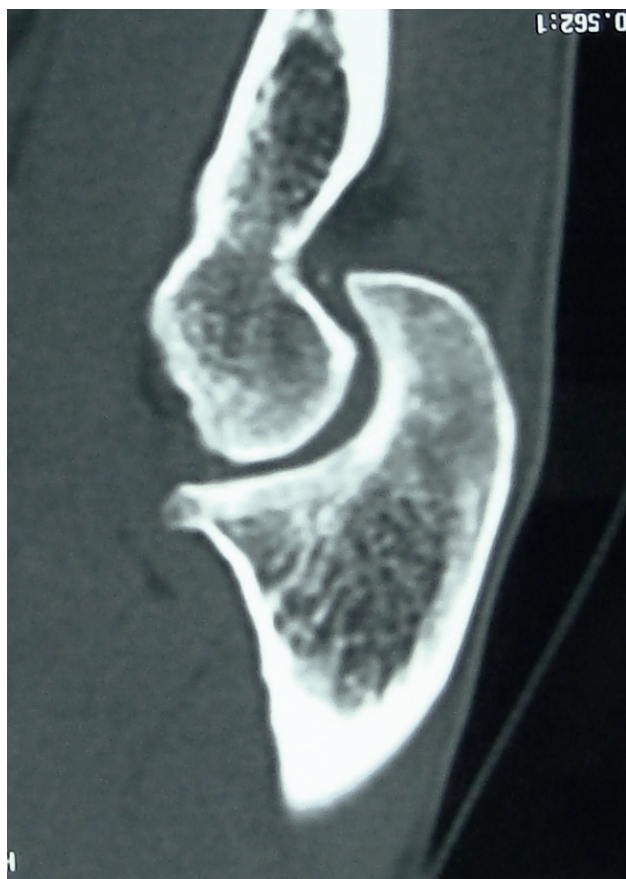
CT scan at last check, showing the partial filling of the bone defect.
